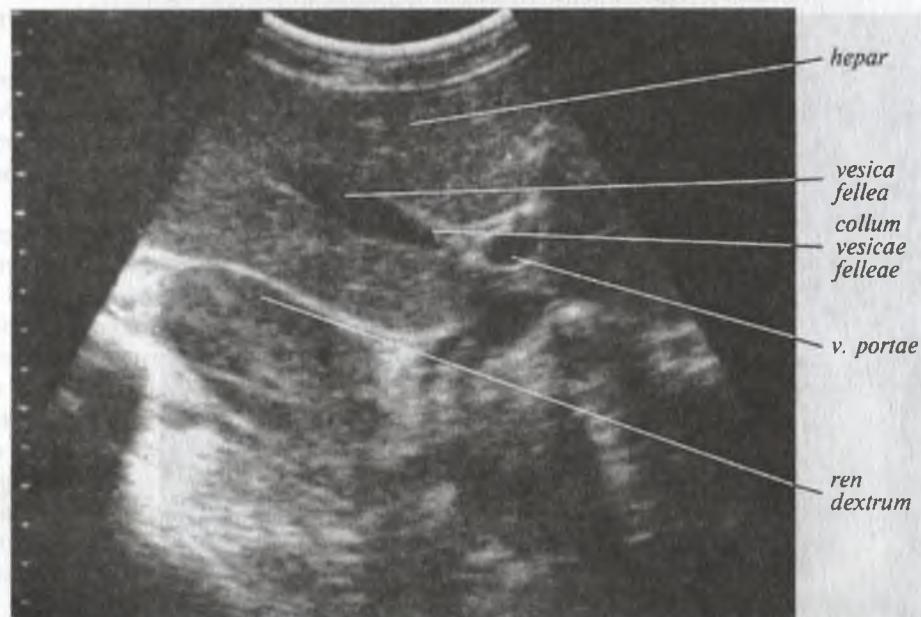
Ультразвуковая томограмма желчного пузыря
